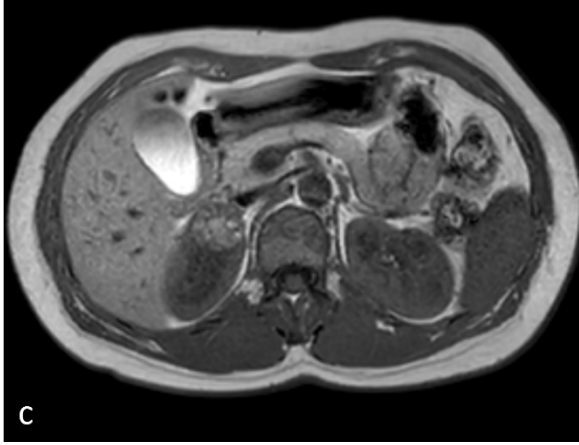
Berrak Hücreli Tip RHK. Dış faz sekansta(b) İç faz sekansa(a) göre sinyal kaybı izleniyor. T2 ağırlıklı MRG sekansında(c) kistik alanlar içeren heterojen hiperintens lezyon izleniyor. Post-kontrast sekansta(d) solid alanlarda yoğun kontrastlanma izleniyor.
